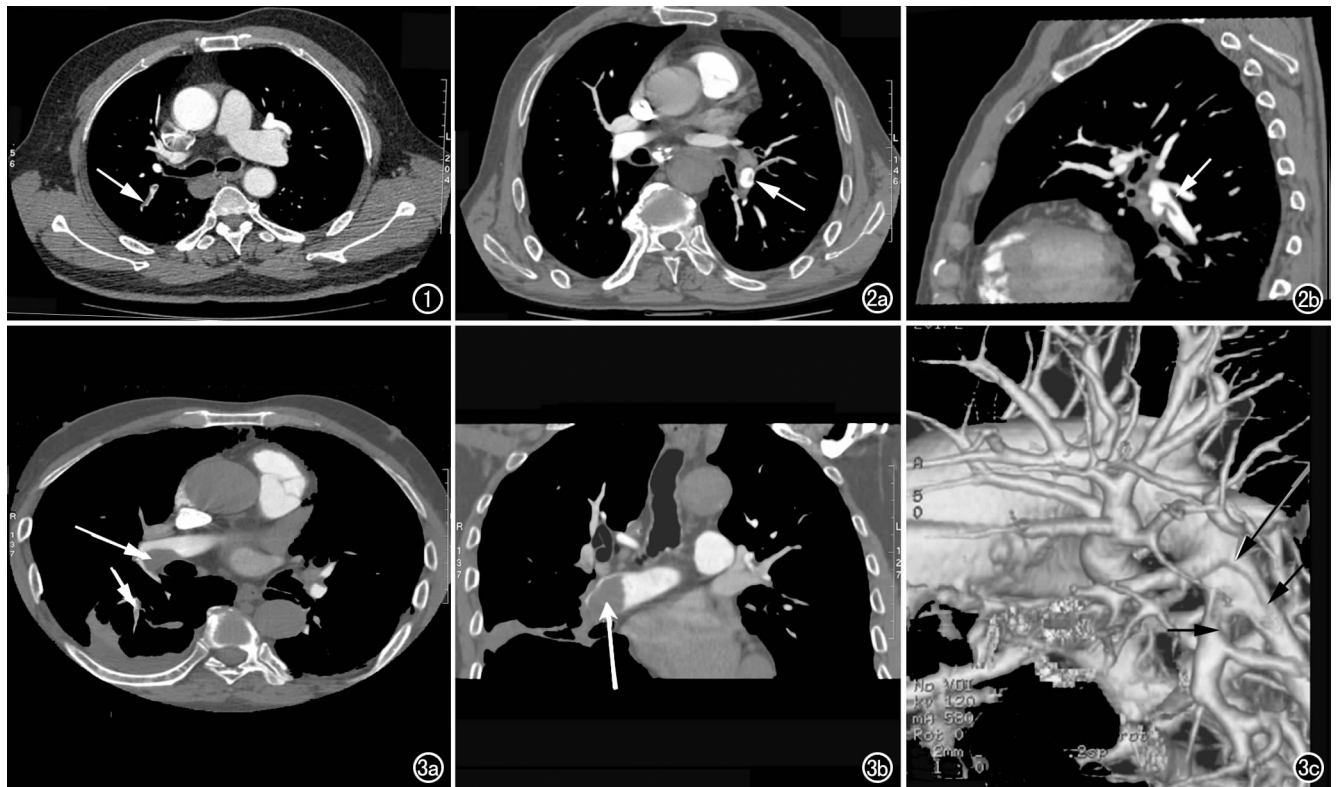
轴面 CT 示右上叶后段肺动脉及其分支内充盈缺损及轨道征(箭)。图 2 a) 轴面 CT 示左下叶肺动脉内充盈缺损(箭); b) MPR 显示左下叶肺动脉内充盈缺损(箭)。图 3 a) 轴面 CT 示右下叶肺动脉内附壁性充盈缺损(长箭)及其分支内小充盈缺损(短箭); b) MPR 显示右下叶肺动脉内附壁性充盈缺损(箭); c) VRT 显示右下叶肺动脉内附壁性充盈缺损及其分支内小充盈缺损(箭)。
